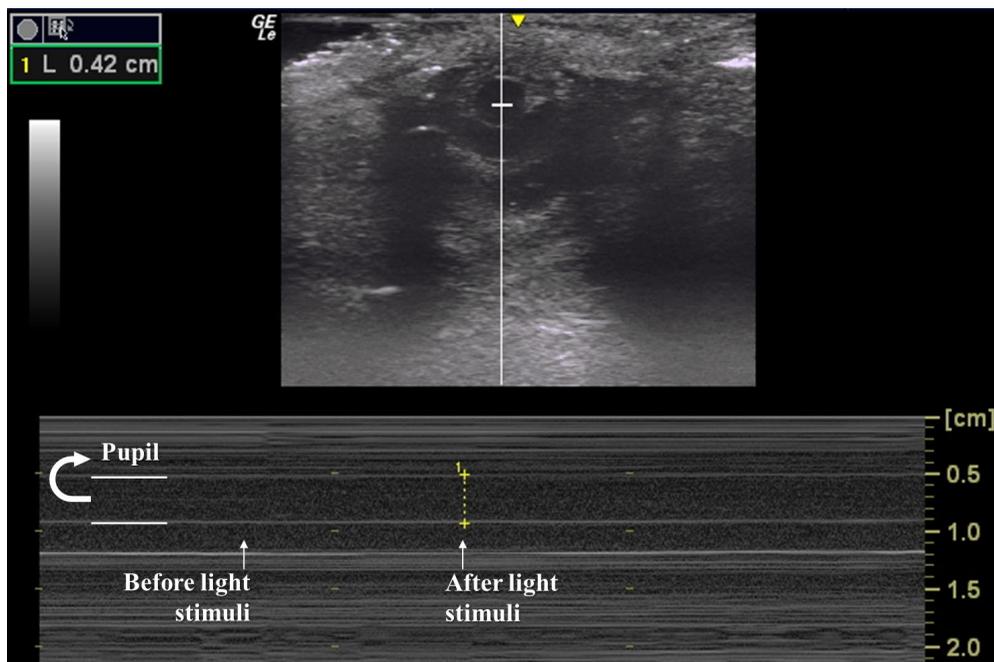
Ecografía ocular en 2D (arriba) y modo M (abajo) que muestra pupila dilatada (4,2 mm) y ausencia de reflejo fotomotor. La flecha curva indica la pupila en el trazado en modo M, que se resalta con dos líneas blancas, horizontales, rectas y paralelas. Las flechas rectas indican el tiempo en el trazado en modo M antes y después de los estímulos de luz transpalpebral para la evaluación del reflejo fotomotor.
